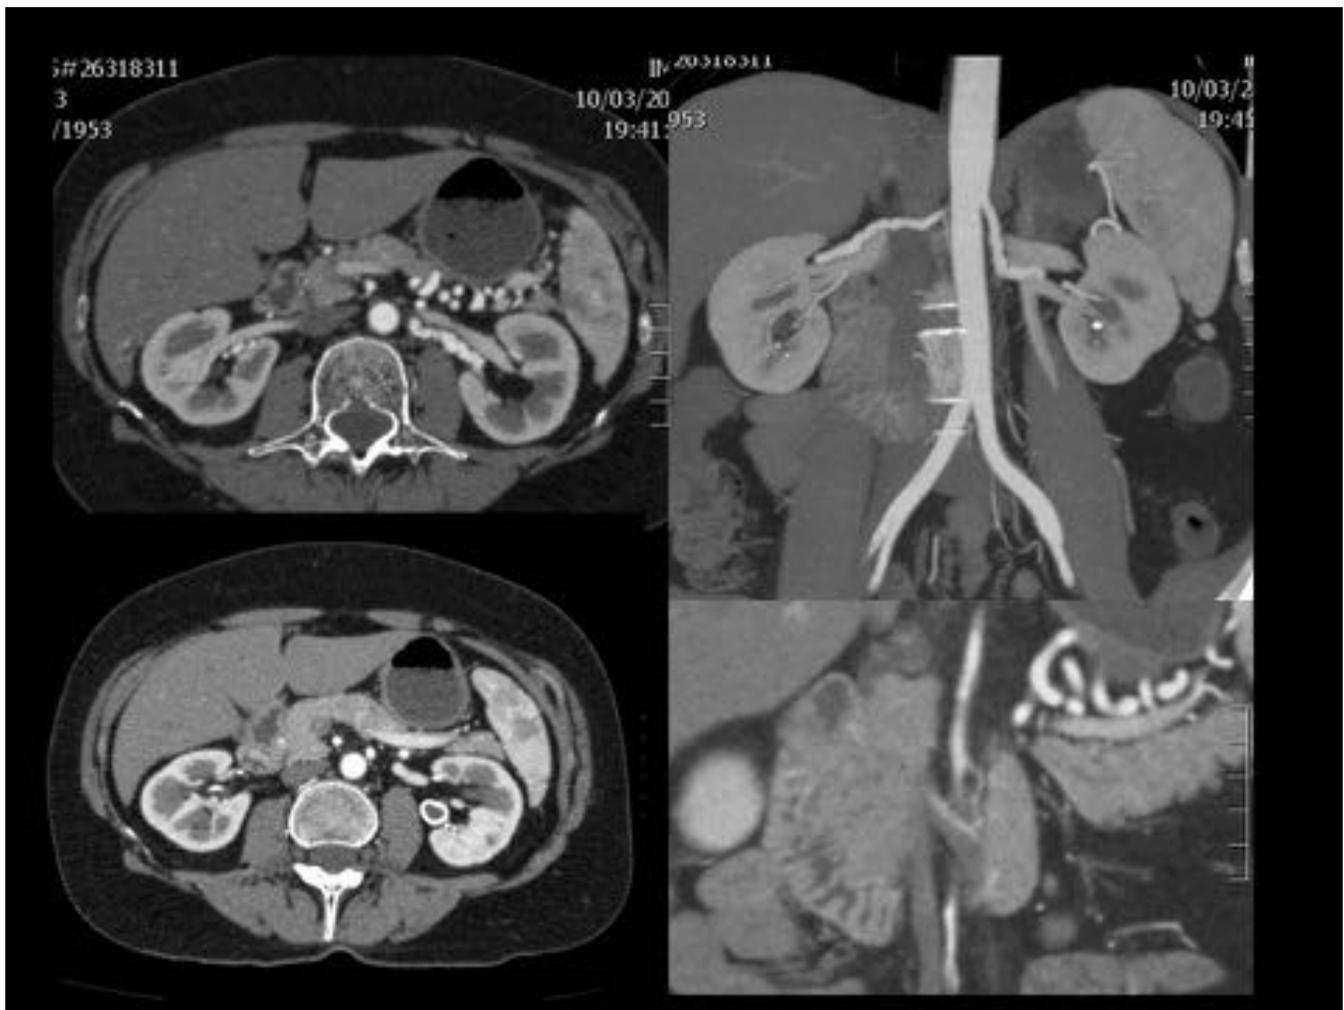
Mujer de 62 años estudio por litiasis renal donde en el TC sin contraste posible aneurisma de arteria renal. Angio-TC: Irregularidad de la pared de ambas arterias renales de morfología arrosariada . Aneurisma de arteria renal calcificado y trombosado en hilio renal izquierdo. Arteria esplénica tortuosa con dudosos pequeños aneurismas.
